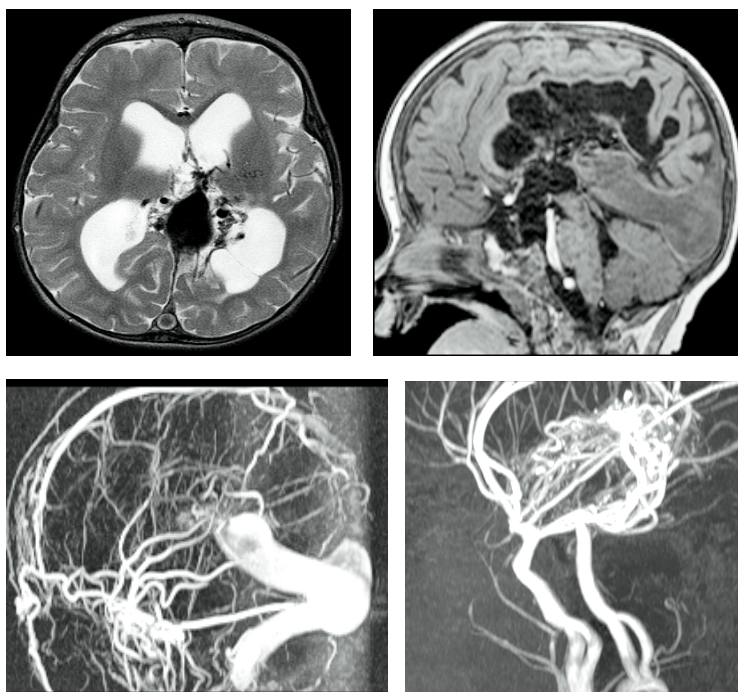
МРТ того пациента в возрасте 1 год 4 мес. Т 2 и Т 1-взвешенные изображения (а, б), МР-венография (в), МР-артериография (г).
